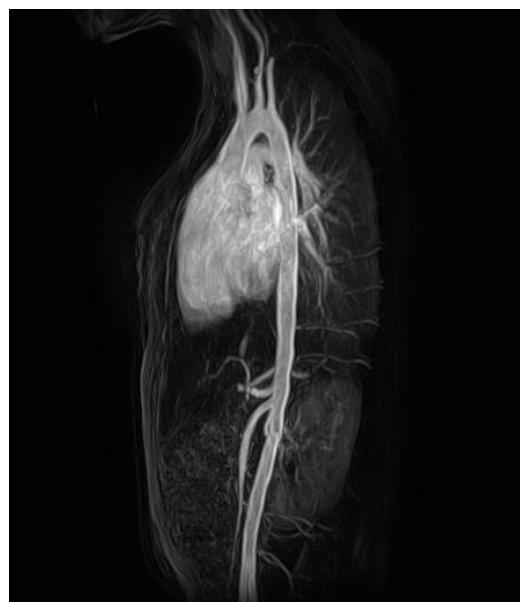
L'INDAGINE CON ANGIO-RMN MOSTRA, IN SEZIONE SAGITTALE, LA DESTROPOSIZIONE AORTICA CONSENZUALMENTE ALLA LOCALIZZAZIONE EPATICA
